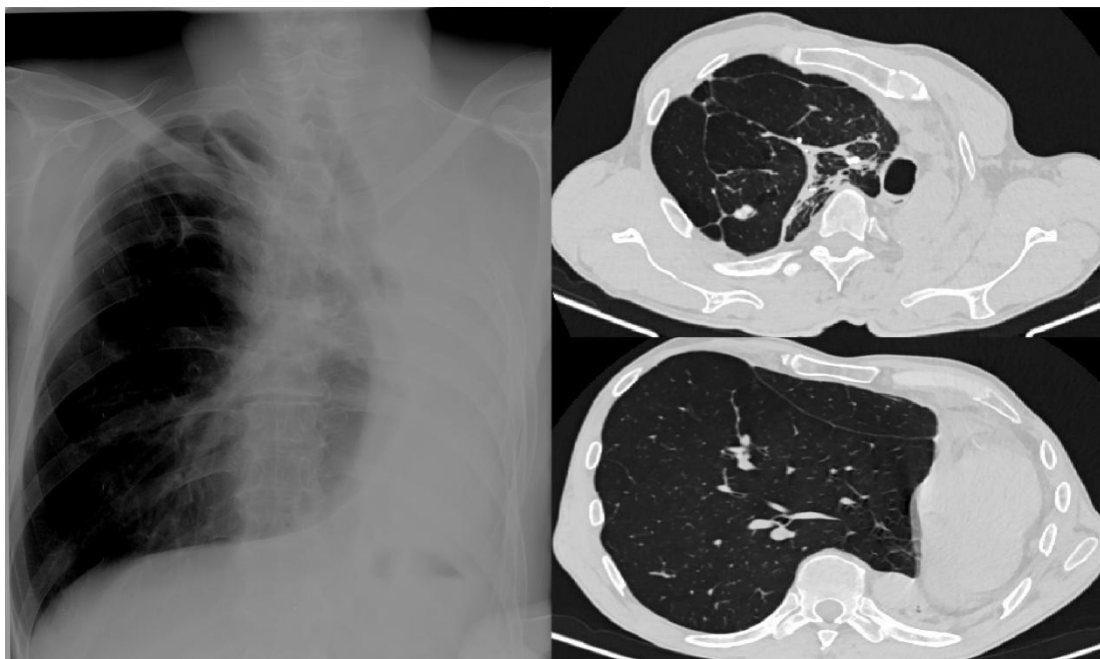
Рентгенографическое(а) и КТ-исследование(Б) через 6 месяцев
